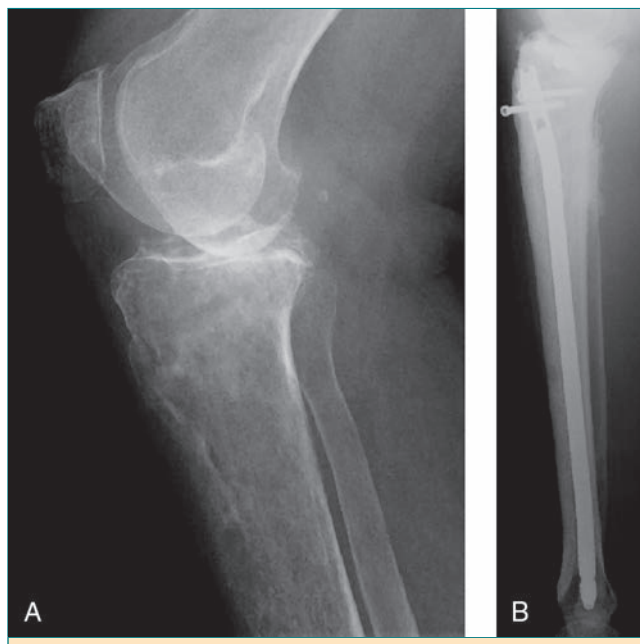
Radiografías de la rodilla derecha de una mujer de 67 años con carcinoma de mama y metástasis en la tibia. A, La radiografía lateral pone de manifiesto la destrucción de la tibia con grave osteopenia asociada, que se extiende a todo lo largo del hueso. B, La radiografía lateral tomada 18 meses después muestra el clavo intramedular tibial colocado en posición correcta. La calidad general del hueso mejoró mucho gracias a la radioterapia postoperatoria, los bifosfonatos y la terapia hormonal.
